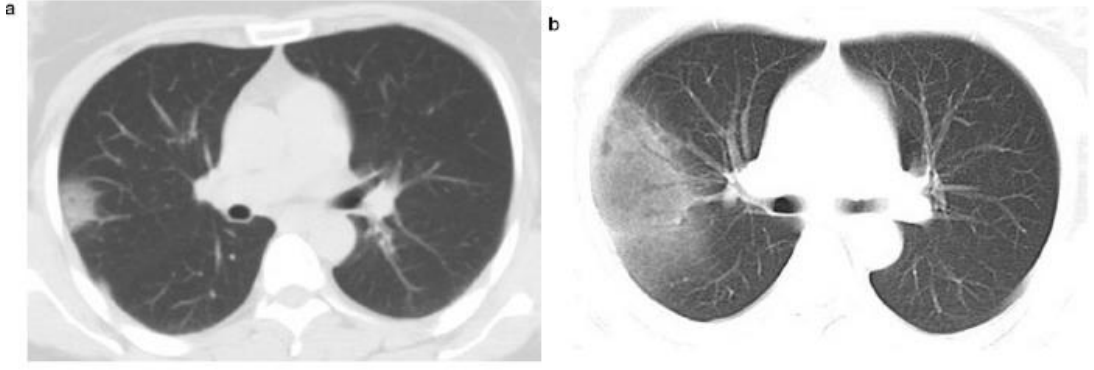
Buzlu cam dansitesi ve konsolide alanlar olan akciğer grafisi [85]
